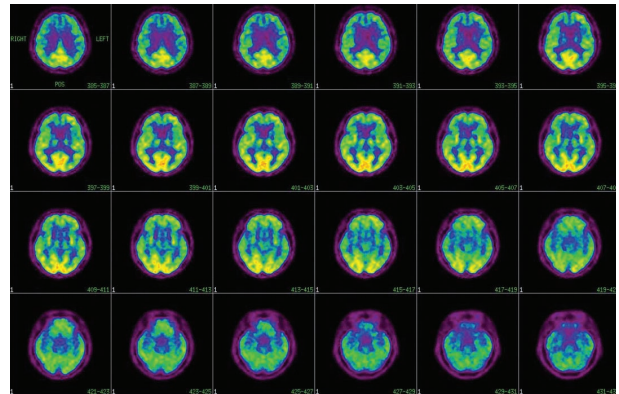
Brain FDG-PET of the patient. Brain FDG-PET reveal diffuse glucose hypometabolism in cerebrum and cerebellum sparing only occipital and some parts of prefrontal cortices.
